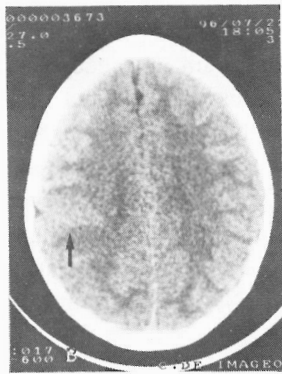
TAC cerebral. Espessamento cortical na região parietal direita.
